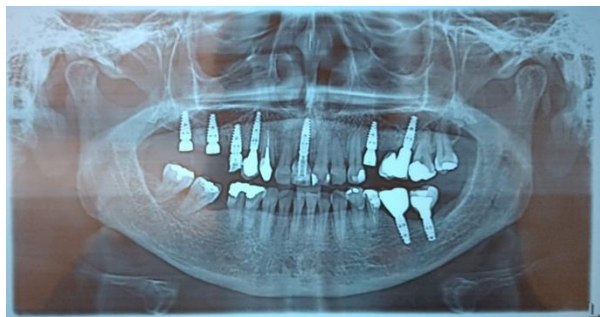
Radiografia panorâmica após a instalação dos implantes nos dentes 16 e 17. Fonte: os autores
